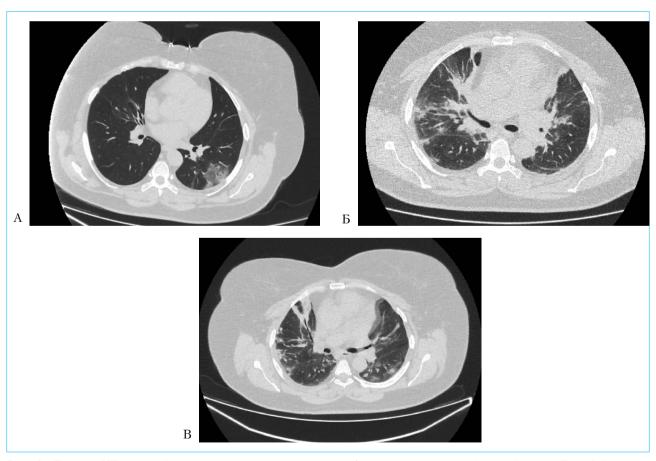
Данные КТ грудной клетки в различные сроки пребывания в клинике. А - 1-й день; Б - 9-й день; В - 19-й день
